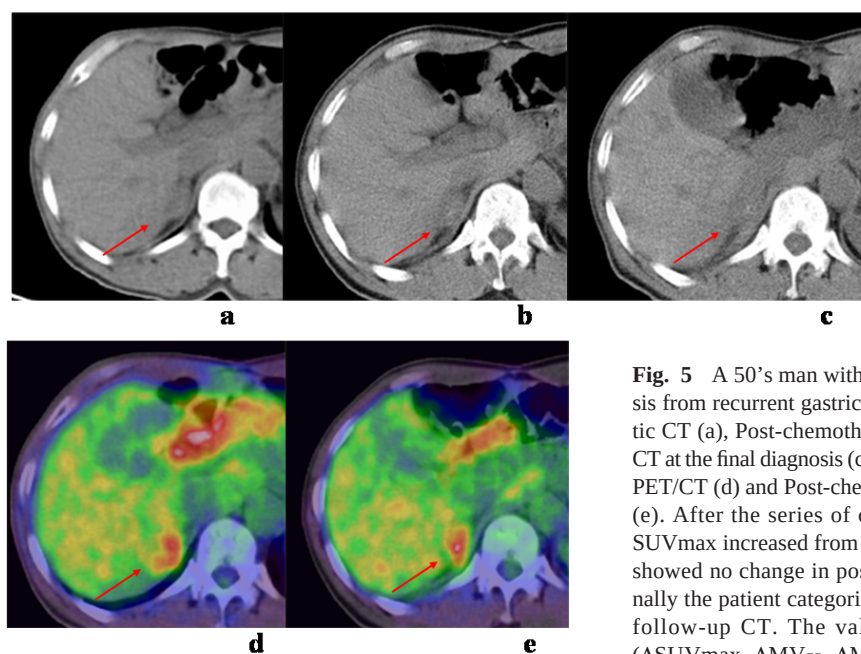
A 50's man with right adrenal gland metastasis from recurrent gastric cancer. Pre-chemotherapeutic CT (a), Post-chemotherapeutic CT (b), Follow-up CT at the final diagnosis (c), Pre-chemotherapeutic FDG PET/CT (d) and Post-chemotherapeutic FDG PET/CT (e). After the series of chemotherapy, the value of SUVmax increased from 4.9 to 5.2 and the tumor size showed no change in post-chemotherapeutic CT. Finally the patient categorized as NR by the findings of follow-up CT. The values of diagnostic indices (Δ SUVmax, Δ SV₇₅, Δ SV₅₀, Δ TLG₇₅ and Δ TLG₅₀) were -6.8%, 58.8%, 60.4%, 55.6%, 57.1%, respectively.
